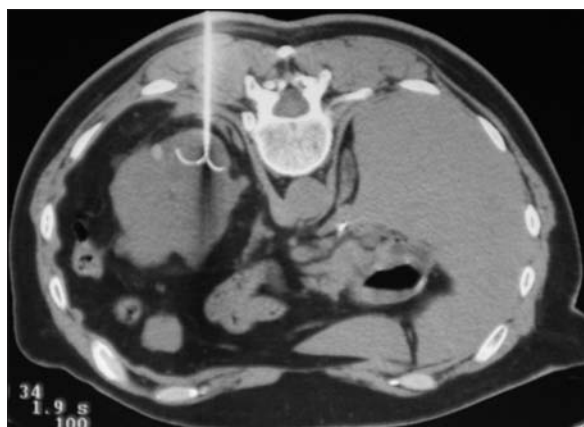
Caso 3: tomografía computarizada durante la radiofrecuencia, acceso posterior con el paciente en prono, electrodo localizado en el centro de la lesión.
